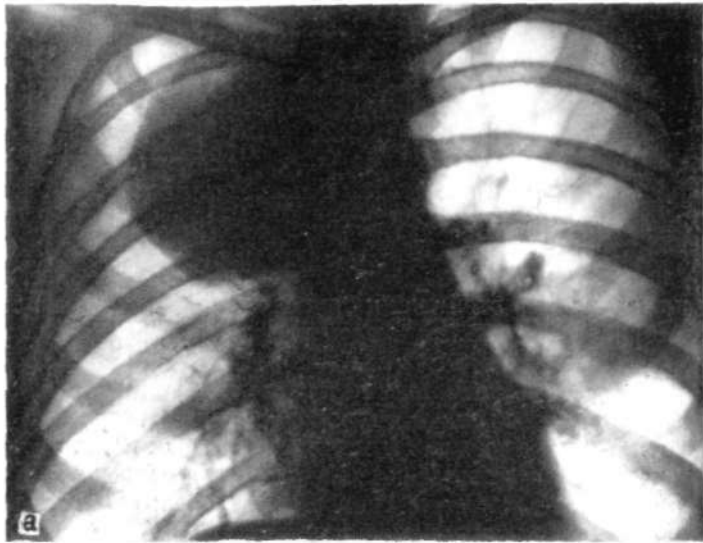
Большая невrogenная опухоль средостения, сдавливающая и смещающая трахею, истончающая первое ребро, а — прямая рентгенограмма; б — боковая рентгенограмма.
